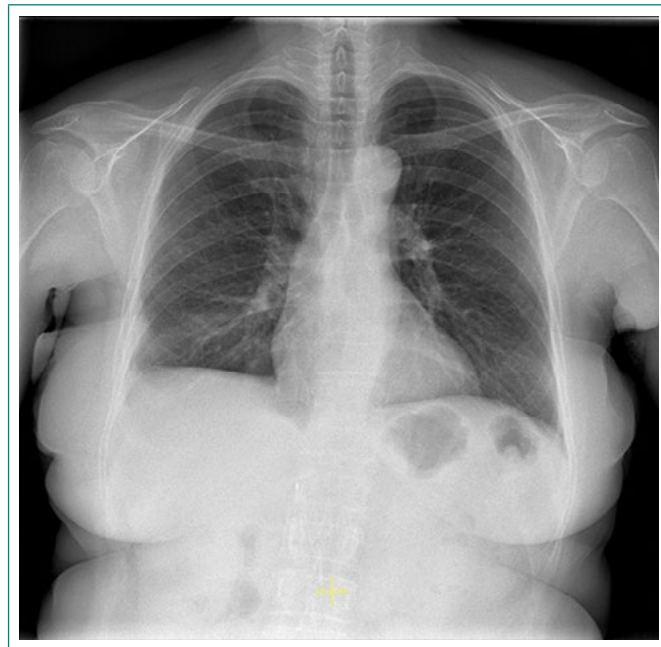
Radiografía de tórax. Resolución posterior al tratamiento
